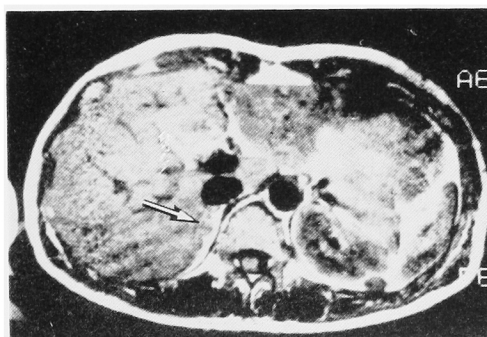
T1-weighted image of right adrenal tumor (Aldosteronism). Small tumor is visualized and its intensity is slightly low or medium.
